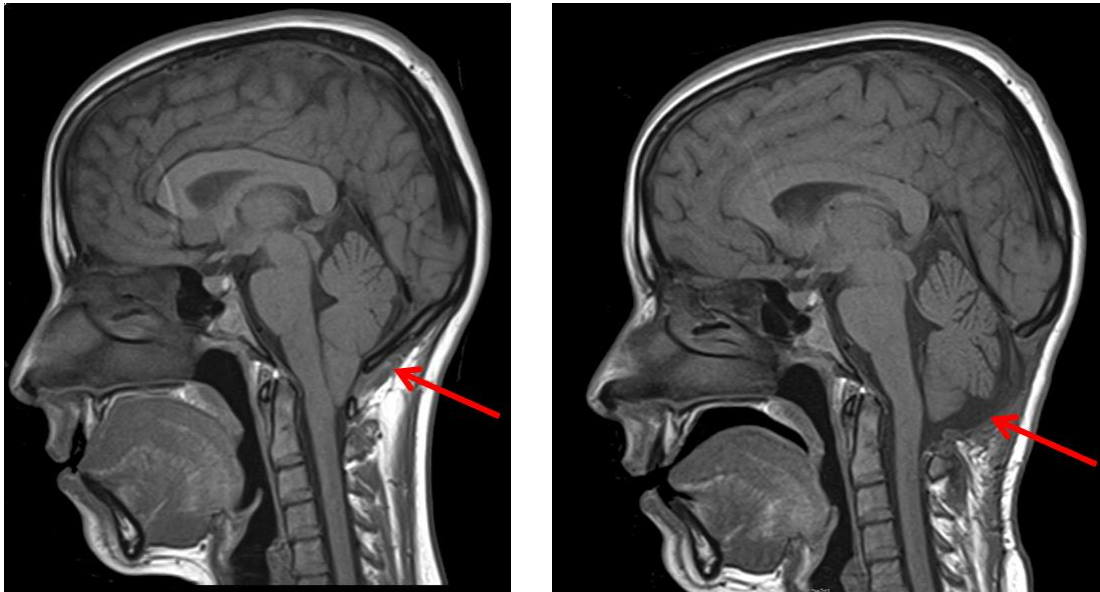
Imágenes de resonancia magnética ponderadas en T1 (cortes sagitales medios) de una paciente de 30 años de edad afectada de una malformación de Chiari tipo 1 antes (izquierda) y después de la reconstrucción de la fosa posterior (derecha). Obsérvese la distinta posición de las amígdalas del cerebelo y el tamaño de la cisterna magna (flechas) antes y después de la cirugía.
